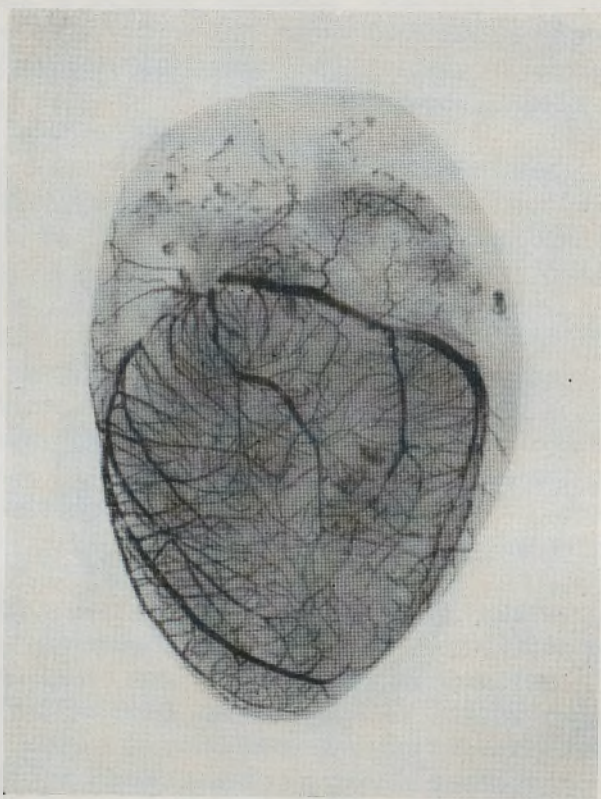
Repleção e radiografia de perfil da coronária cardíaca esquerda do *Canis familiaris* (Obs. 18).
